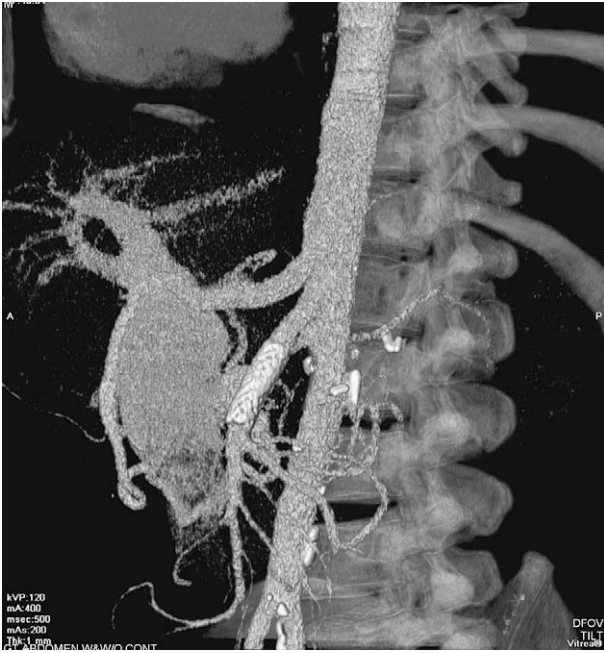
Reconstrucción tridimensional en la tomografía computarizada de seguimiento.
